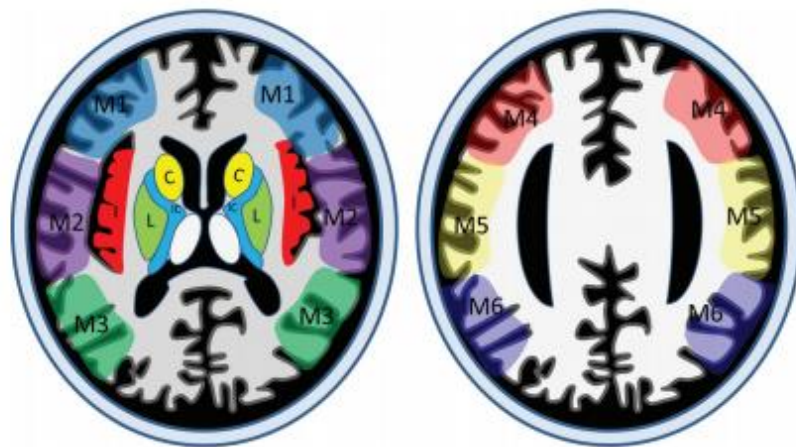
Ilustración que demuestra las 10 regiones que evalúa la escala de ASPECTS. Tomado de RadioGraphics 2017; 37:1605–1606.
